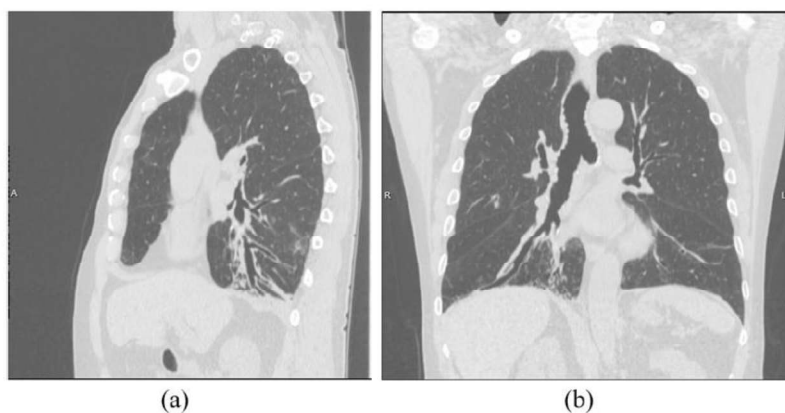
A 59-year-old male diagnosed with melanoma 1 year previously, who presented with chronic cough: (a) sagittal oblique CT has demonstrated bronchiolectasis, atelectasis and areas of ground-glass opacity in the lower lobes. (b) Coronal CT has provided a better visualization of bronchiectasis in the right lower lobe.
